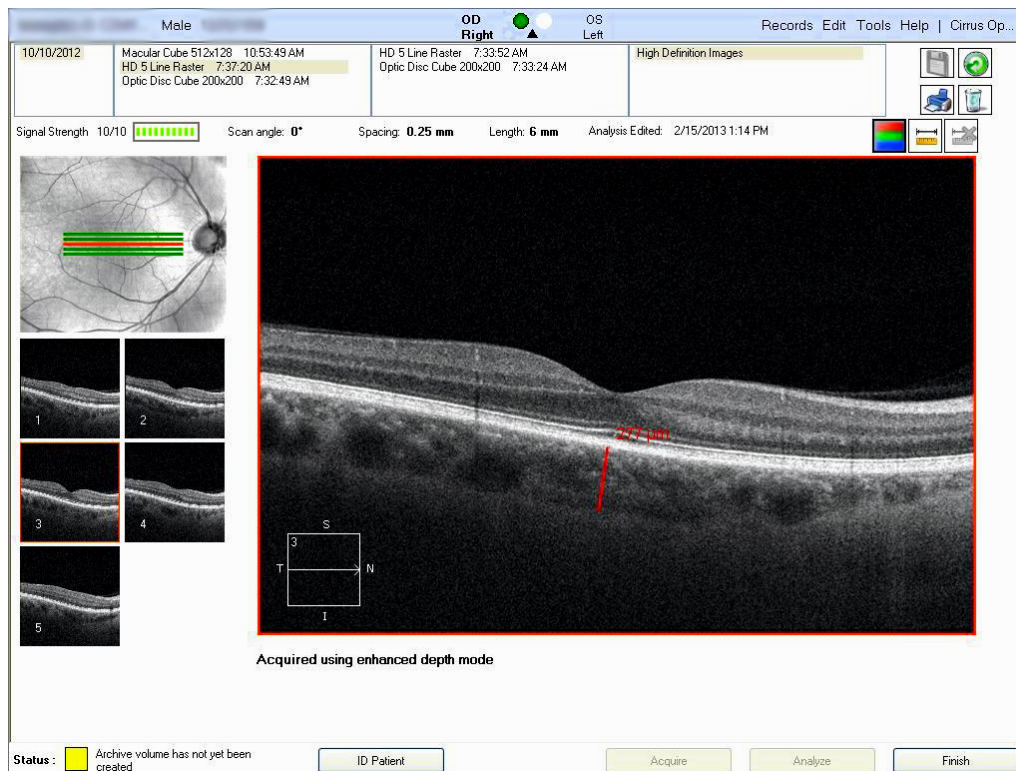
Толщина хориоидеи на экране монитора оптического когерентного томографа
